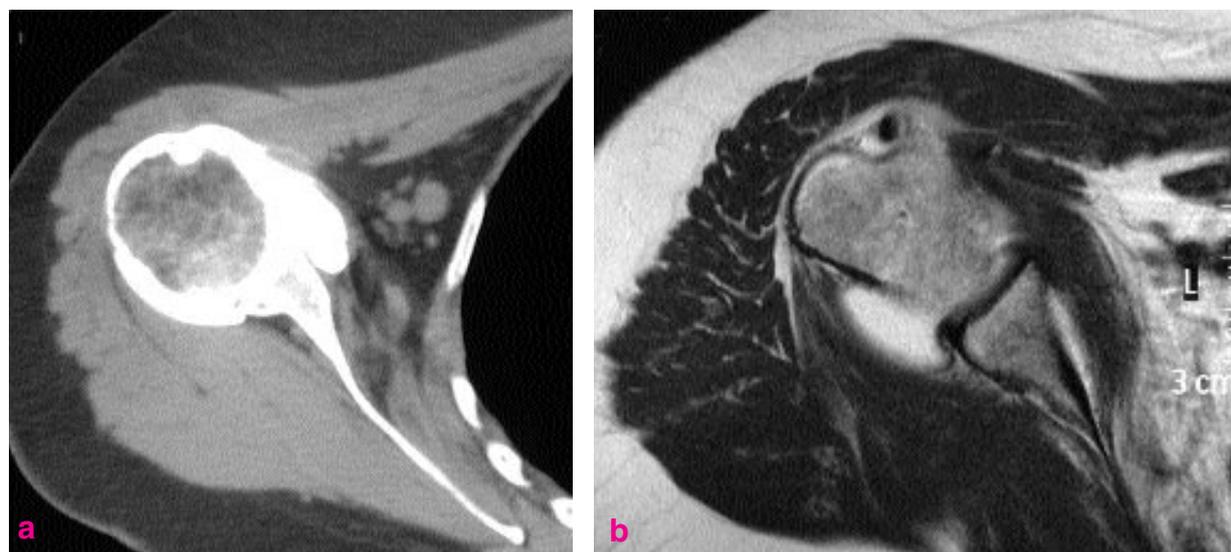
Désinsertion du subscapulaire. Coupes axiales en arthroscanner (a) et en arthro-IRM (b). La dégénérescence graisseuse est bien visible en arthroscanner. Elle est beaucoup plus difficile à apprécier et à quantifier en arthro-IRM car il est presque impossible de faire la part entre la fuite du produit de contraste (gadolinium) dans les fibres musculaires et la dégénérescence graisseuse.
